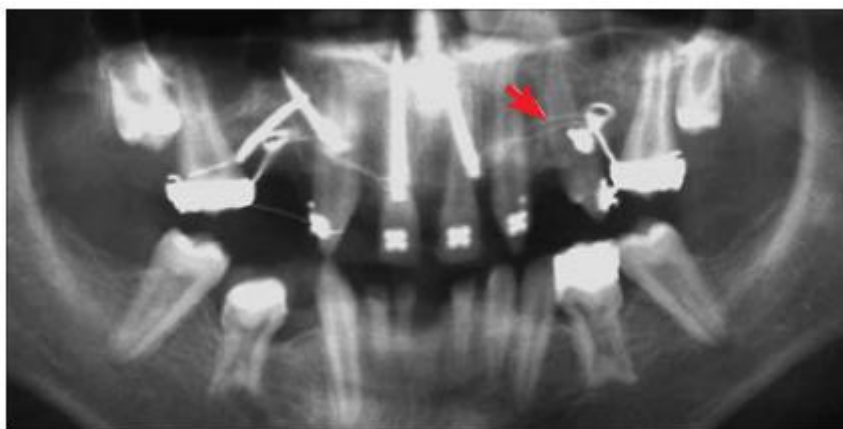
Ilustração de uma radiografia panorâmica de paciente com trepanação da raiz do de um pré-molar superior.
